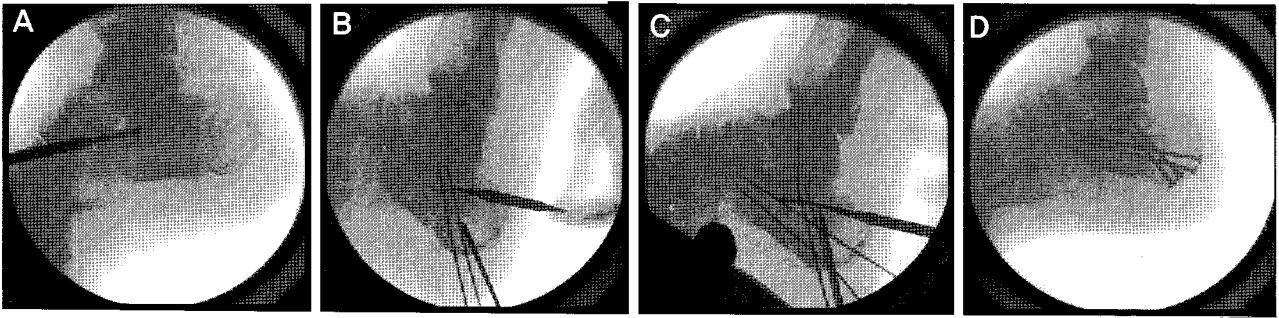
Reduction and fixation of the calcaneal fracture by minimally invasive technique. (A) The rotated and depressed fragment is elevated with freer elevator. (B) The reduced fragment is transfixed with Kirschner wires. (C) Radiograph showing overall reduction of the calcaneal fracture and fixation with multiple Kirschner wires. (D) This radiograph showing reduced articular facet held by screws, with restoration of Böhler angle and calcaneal height.
